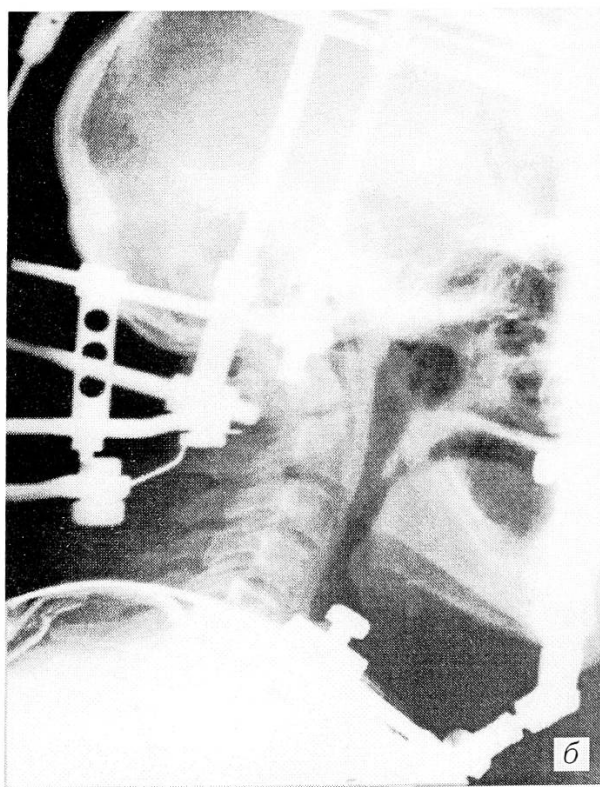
Рентгенограммы больной З. Диагноз: перелом зубовидного отростка С2 с задним подвывихом атланта.
